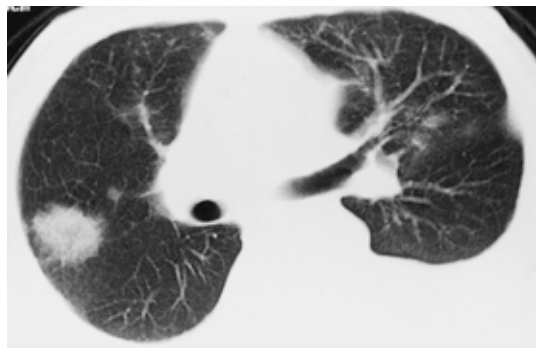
Chest computed tomogram scan on admission showing dense opacity in S2 of the right lung.
